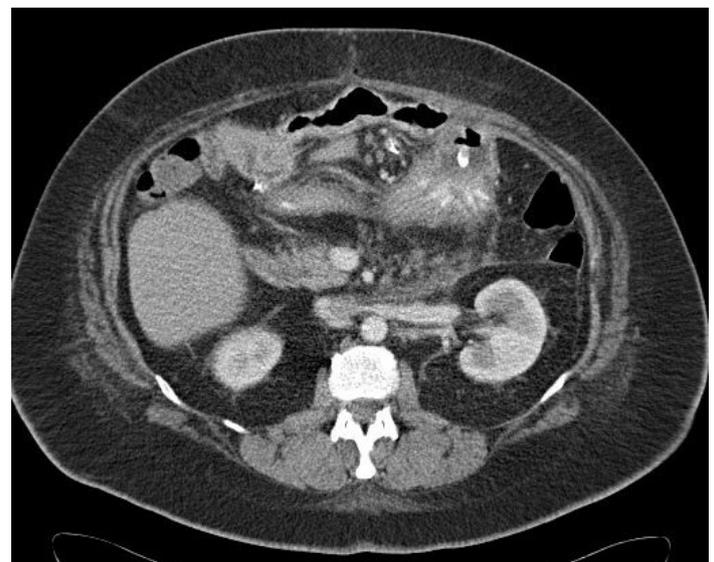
TC abdomino-pélvico con contraste oral e iv. El contraste llega hasta el pie de asa con rarefacción de la grasa a su alrededor.
